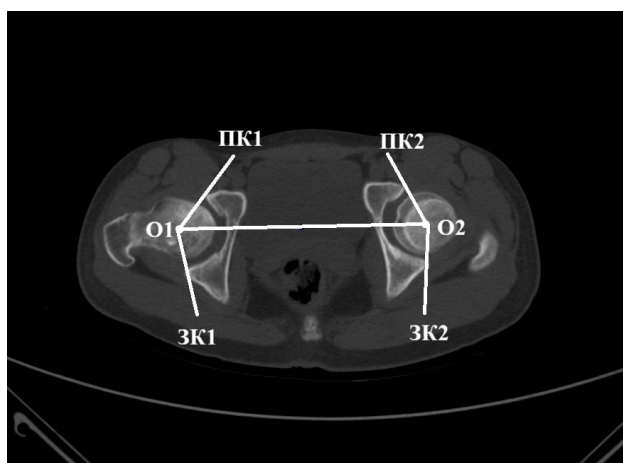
Оценка ацетабулярного покрытия головки бедренной кости передним и задним краями вертлужной впадины. На томографическом срезе через центр головок обозначены: O1, O2 — центры головок бедренных костей; ПК1, ПК2 — передние края вертлужных впадин; ЗК1, ЗК2 — задние края вертлужных впадин; УПП — угол переднего покрытия; УЗП — угол заднего покрытия; УСП — угол суммарного покрытия.
